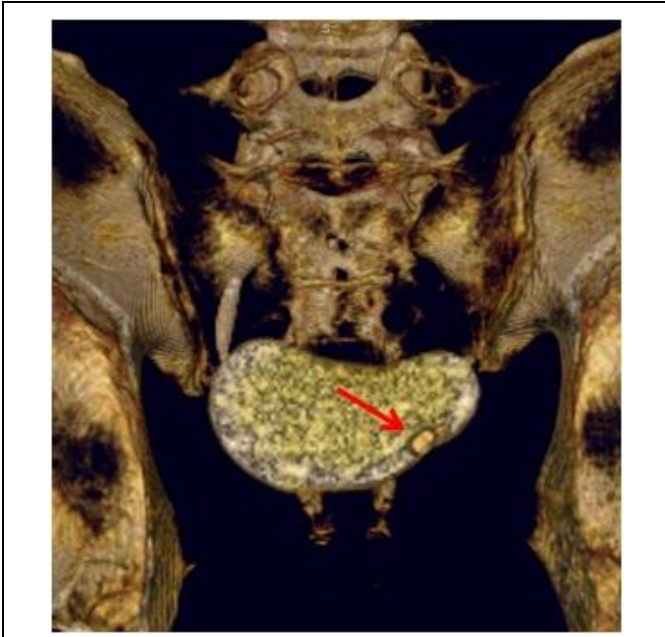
МСКТ, 3D-реконструкция.
